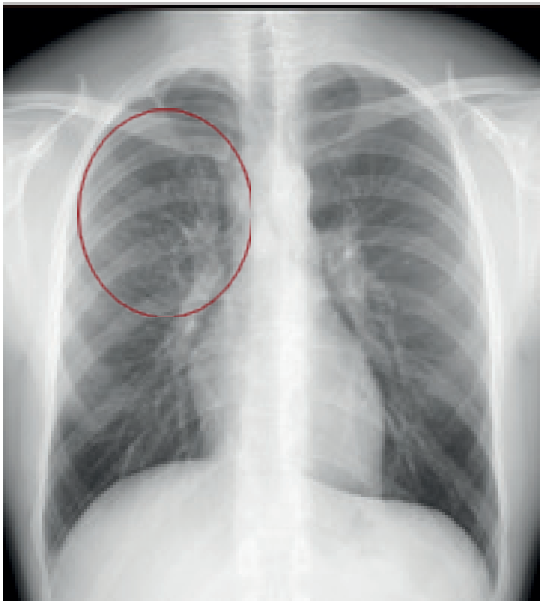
Рентгенограмма органов грудной клетки 19.11.2018 г. (описание в тексте)
